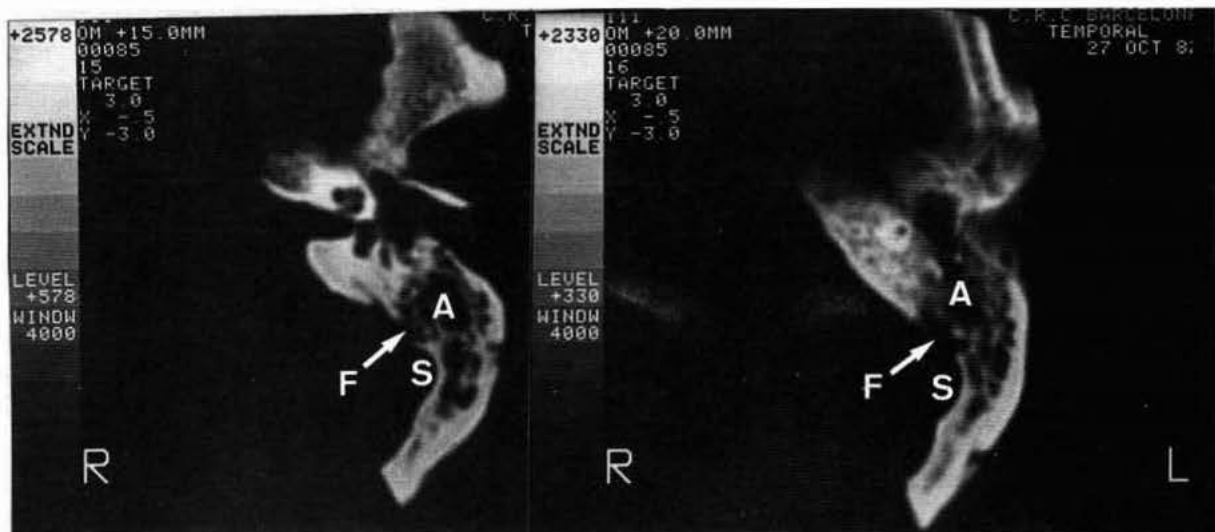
Tomografía computarizada en planos axiales, del temporal infantil del dolmen de Torrent. Se pueden visualizar; S, seno sigmoideo; F, orificio fistuloso; A, antro junto a la caja del tímpano.
